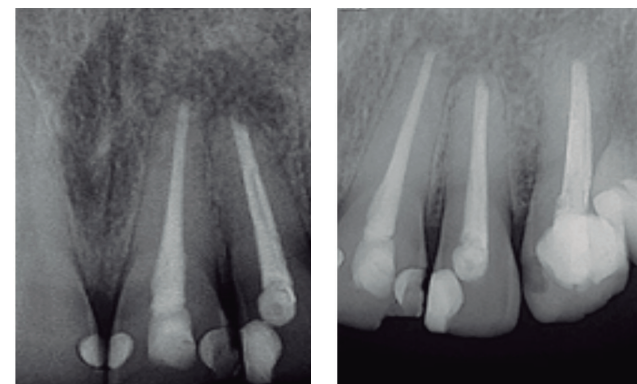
A, B Y C. Fotografía de los dientes en el momento del control. B-C: en ambas radiografías se observó aparente cicatrización perirradicular del sector correspondiente a los dientes 21, 22 y 23. Es de destacar la delgada línea radiolúcida que rodea los ápice radiculares correspondiente al espacio periodontal y demarcando la nueva formación ósea.
